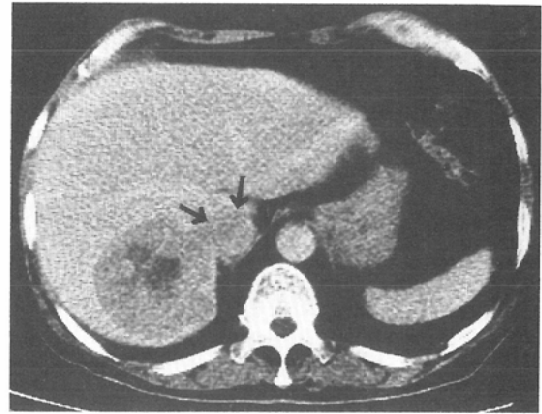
Abdominal CT shows low density mass in the right lobe of the liver. Contrast enhanced CT demonstrated mass in the inferior vena cava (IVC; ↑) which indicate tumor thrombus in the hepatic vein extending into IVC.
